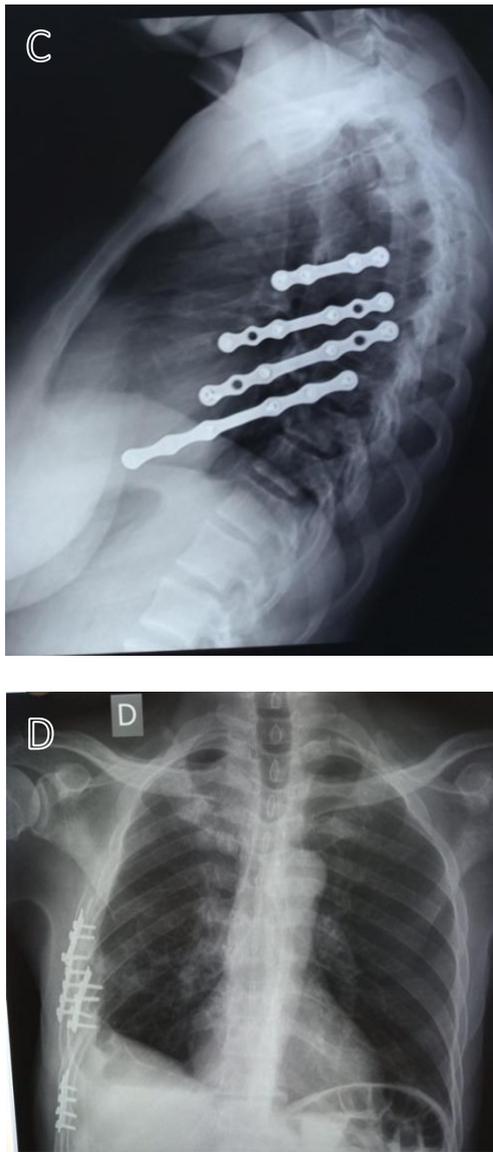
(A ; B ; C ; D) : Résultats radiographiques des ostéosynthèses costales.
